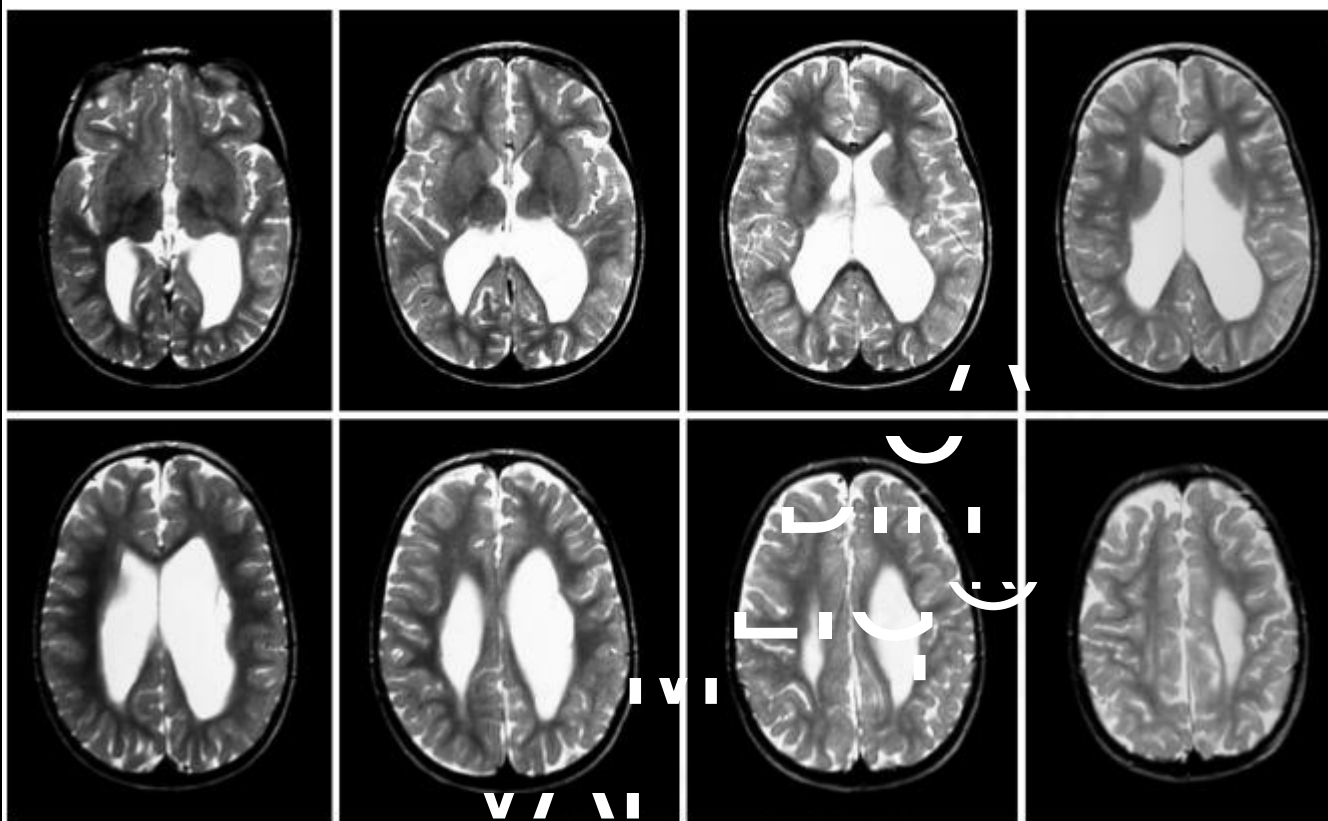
Brain magnetic resonance of the patient performed at the age of 3 years.
